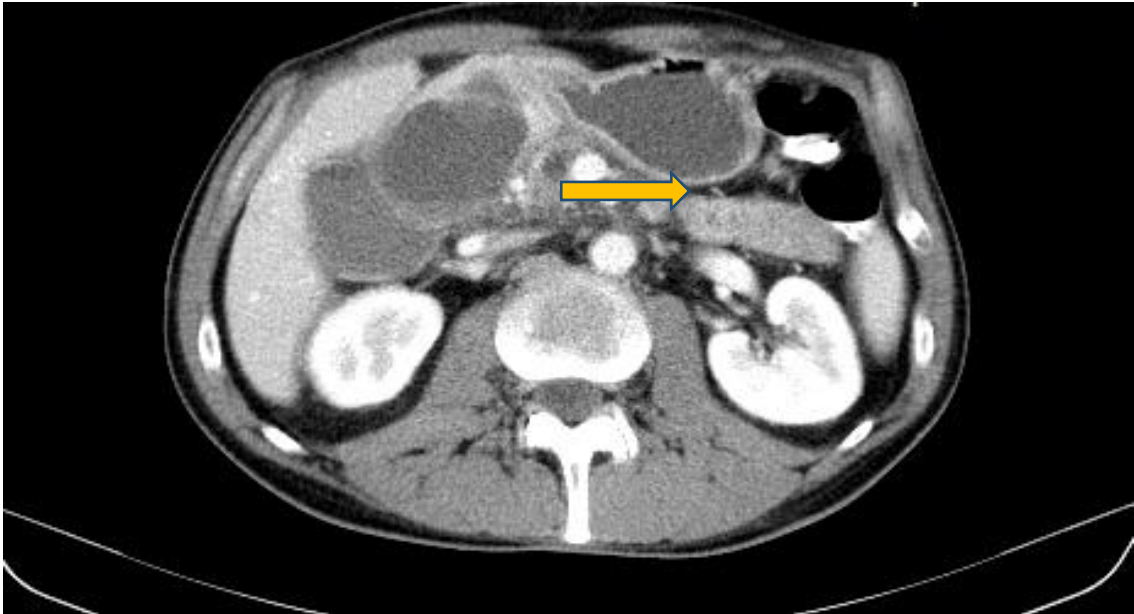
КТ-скан хворого Л. на ПДП в поєднанні з хронічним калькульозним панкреатитом. В зоні панкреатодуоденальної борозни видні кісти розділені септою на компартменти. Просвіт ДПК чітко не визначається (позначено стрілкою).
